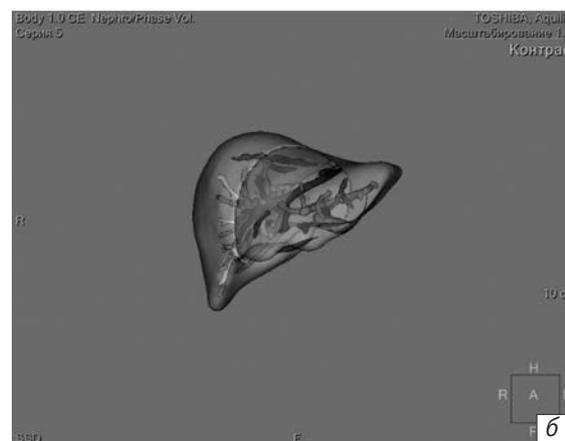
Компьютерная томограмма в аксиальной проекции (а) и построение трехмерного изображения печени (б) с ее сегментацией и определением объема в мультимодальной станции Philips. Объем печени составил 1283,7 мл
